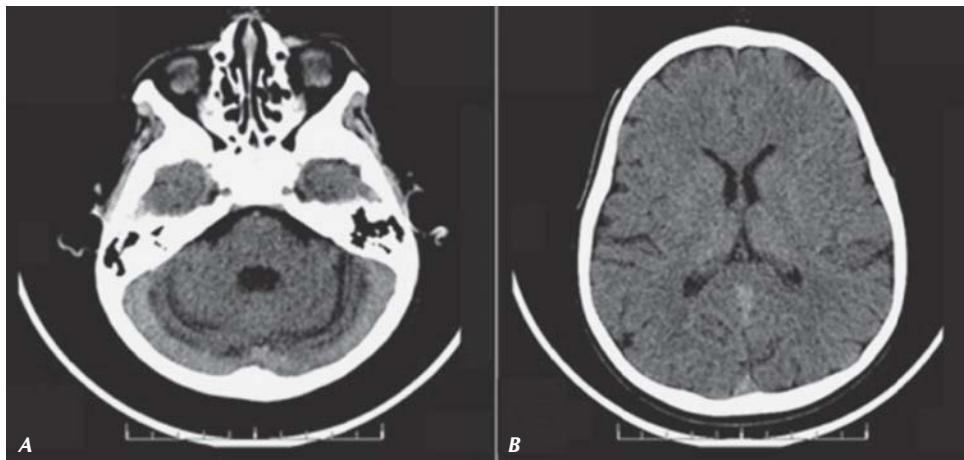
Tomografía axial computarizada simple de cráneo. Se observa (A) atrofia cerebral y (B) atrofia cortical generalizada.
